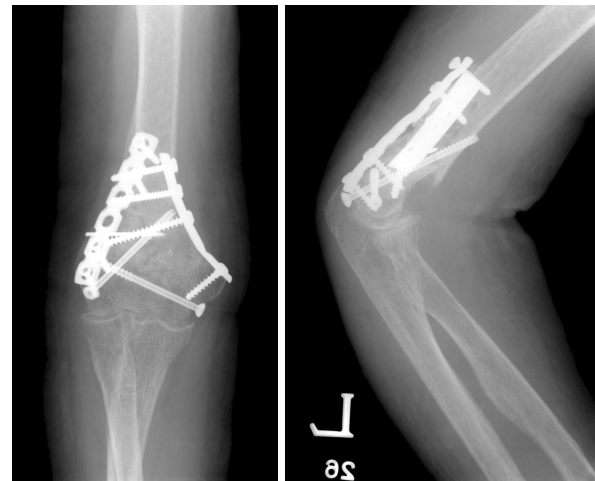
Follow-up radiographs show screw loosening of the lateral reconstruction plate in a patient with low bone mineral densities in whose operations reconstruction plates were used.
